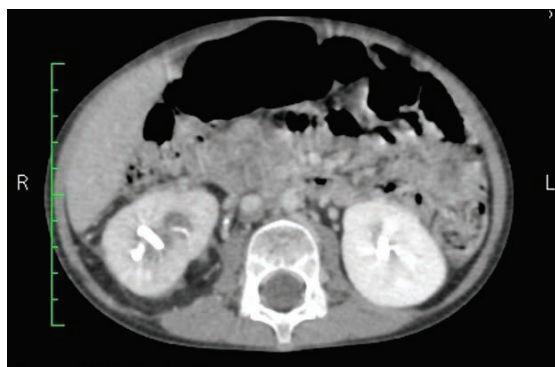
МСКТ органов брюшной полости пациента С. от 07.07.2015. В сравнении с исследованием от 01.04.2015 отмечается положительная динамика в виде уменьшения размеров опухоли и степени гидронефротической трансформации правой почки. Инвазия образования в паренхиму правой почки сохраняется
